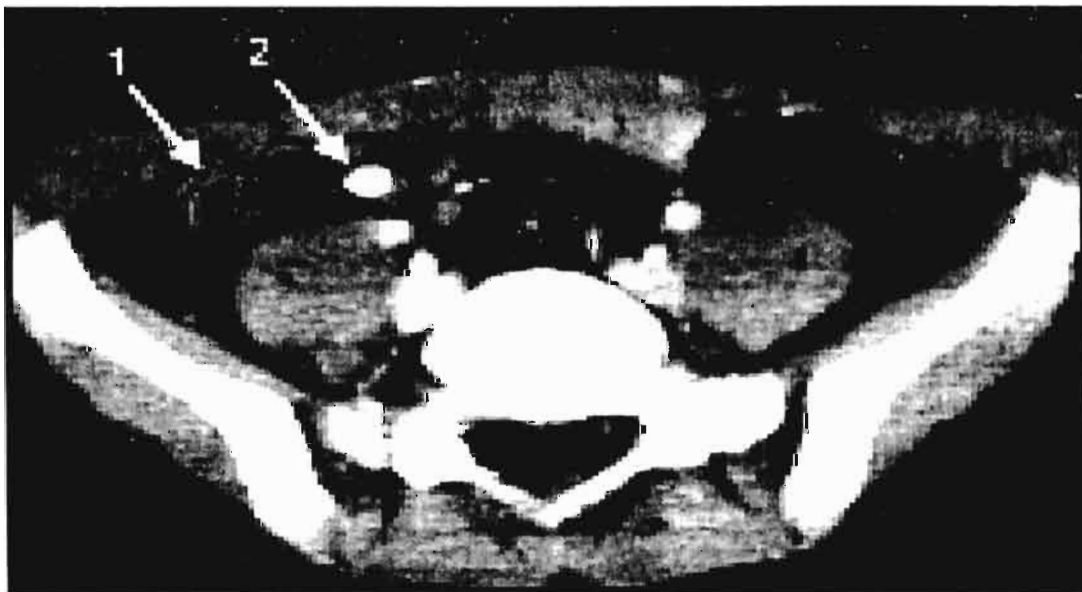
Corte Transversal de TAC abdominal contrastada que demuestra una apéndice inflamada (1) con un diámetro mayor de 8mm y el apendicolito (2). (Imagen de Sylvie Kaiser, Bjorn Frenckner and Hackan K Jorulf. Articulo 7)
